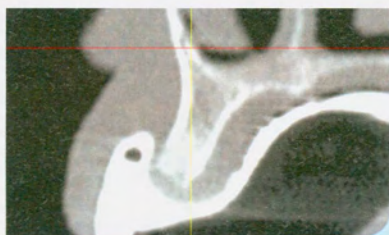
Ergebnis im CT aus Abb. 3, Sagittalschnitt.
